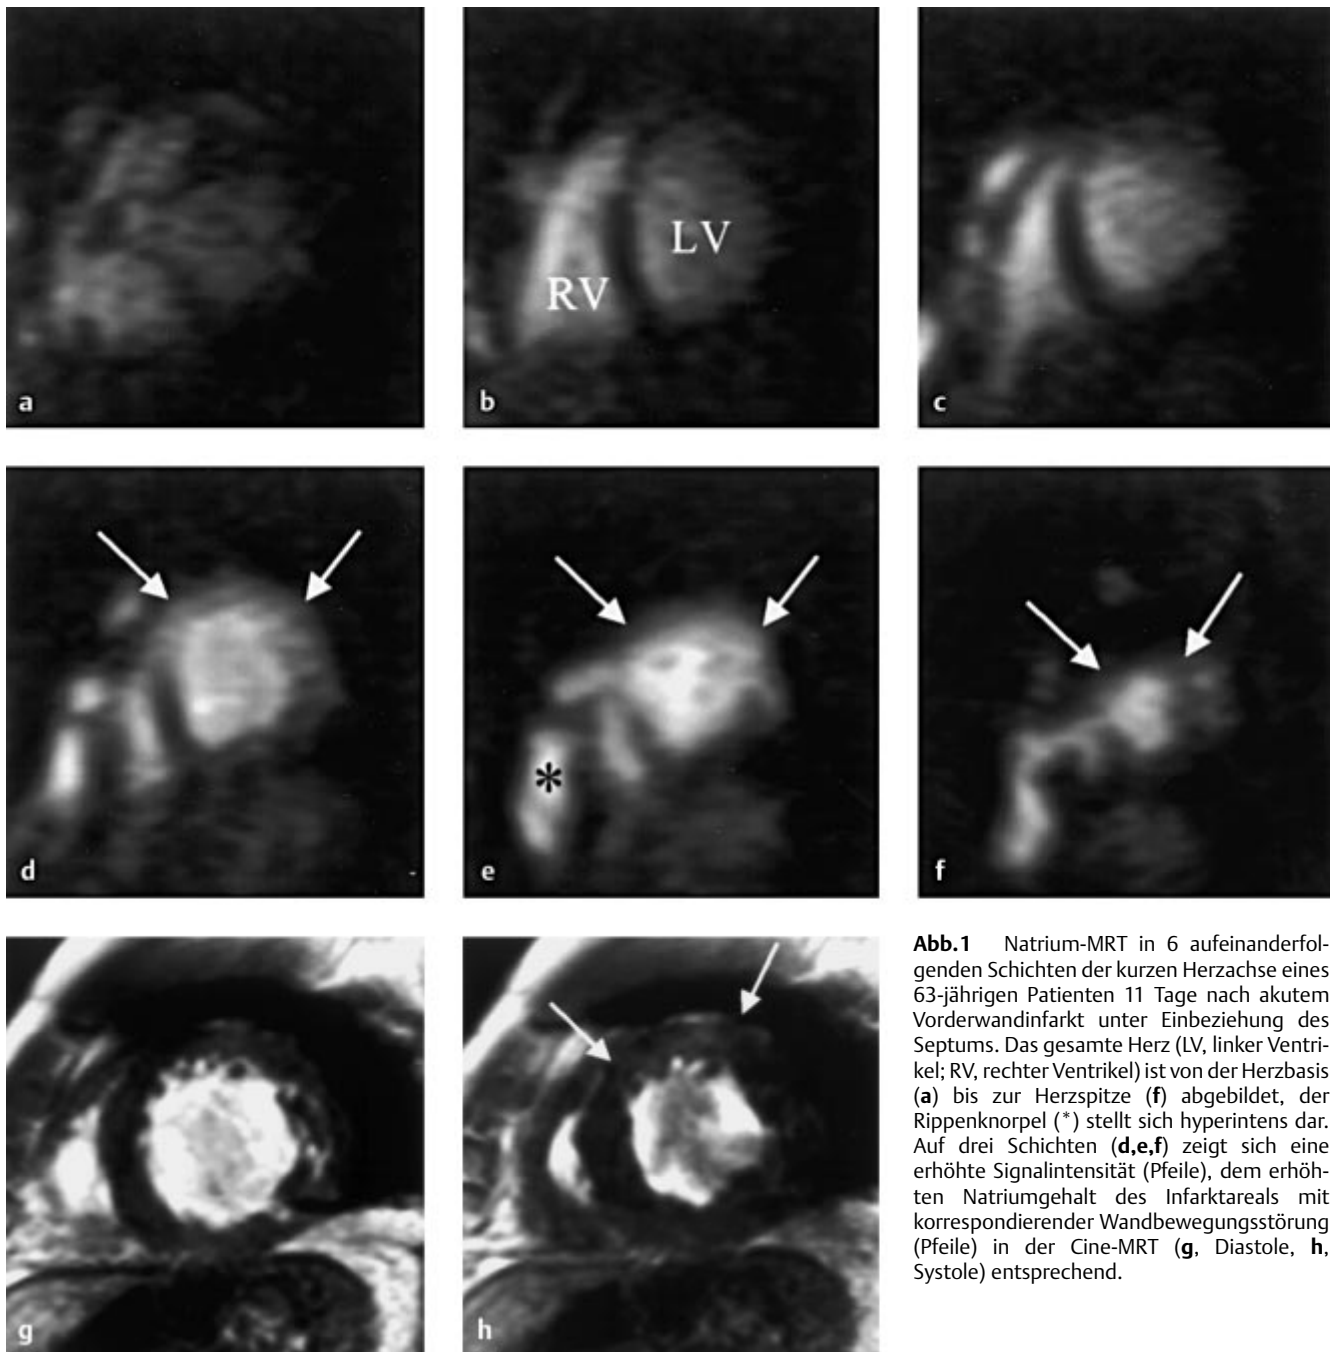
Natrium-MRT in 6 aufeinanderfolgenden Schichten der kurzen Herzachse eines 63-jährigen Patienten 11 Tage nach akutem Vorderwandinfarkt unter Einbeziehung des Septums. Das gesamte Herz (LV, linker Ventrikel; RV, rechter Ventrikel) ist von der Herzbasis (a) bis zur Herzspitze (f) abgebildet, der Rippenknorpel (*) stellt sich hyperintens dar. Auf drei Schichten (d,e,f) zeigt sich eine erhöhte Signalintensität (Pfeile), dem erhöhten Natriumgehalt des Infarktareals mit korrespondierender Wandbewegungsstörung (Pfeile) in der Cine-MRT (g, Diastole, h, Systole) entsprechend.
